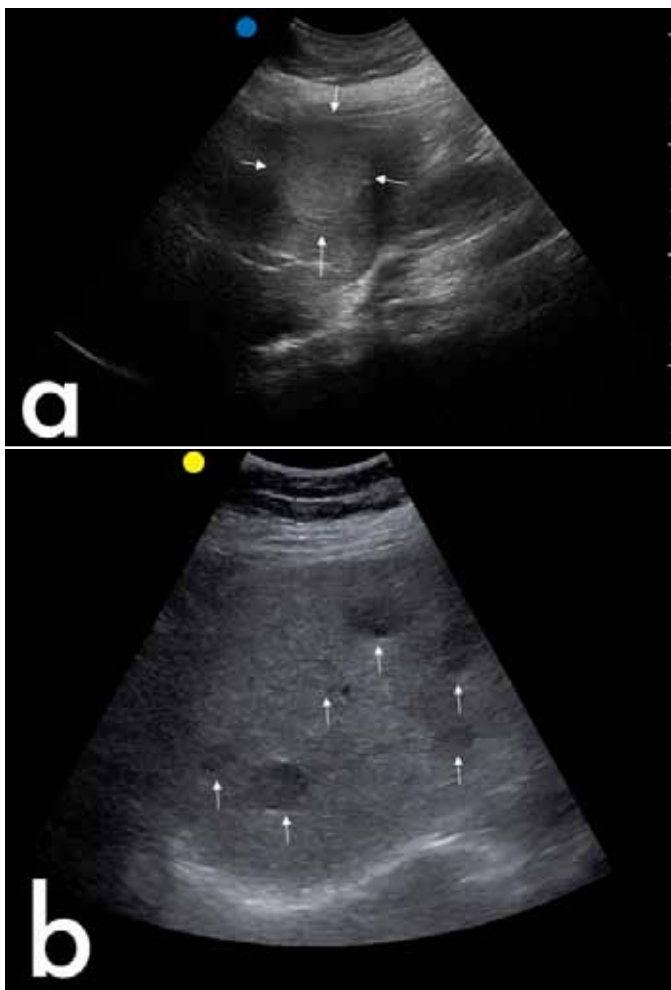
Métastases carcinoïdes dans le foie. L'image échographique (a) démontre une métastase carcinoïde hyperéchogène focale (flèche). Les métastases carcinoïdes peuvent varier et peuvent être également hypoéchogènes (b).
